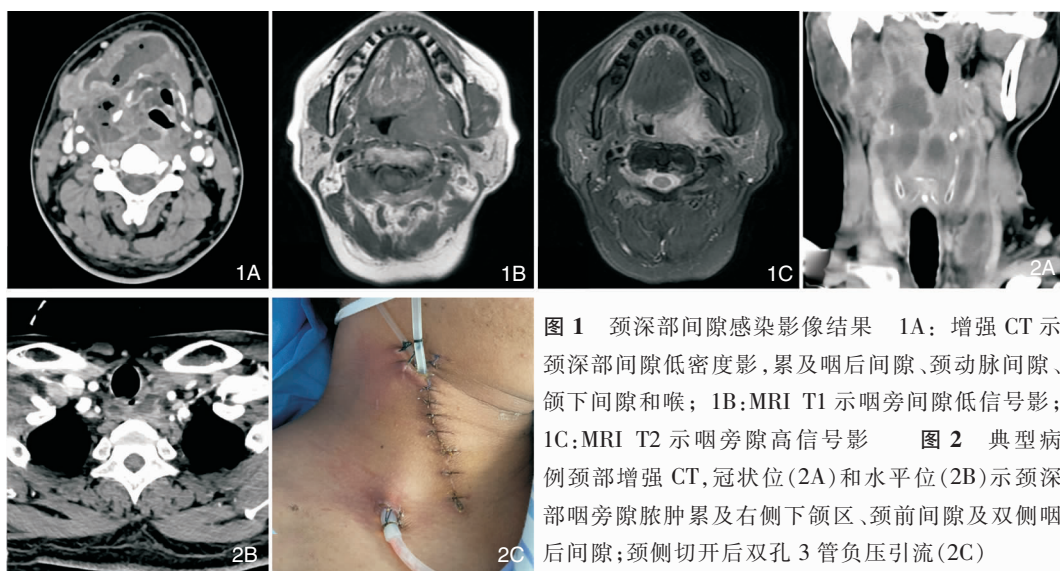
颈深部间隙感染影像结果 1A: 增强CT示颈深部间隙低密度影,累及咽后间隙、颈动脉间隙、颌下间隙和喉; 1B: MRI T1示咽旁间隙低信号影; 1C: MRI T2示咽旁间隙高信号影 图2 典型病例颈部增强CT,冠状位(2A)和水平位(2B)示颈深部咽旁间隙脓肿累及右侧下颌区、颈前间隙及双侧咽后间隙;颈侧切开后双孔3管负压引流(2C)
